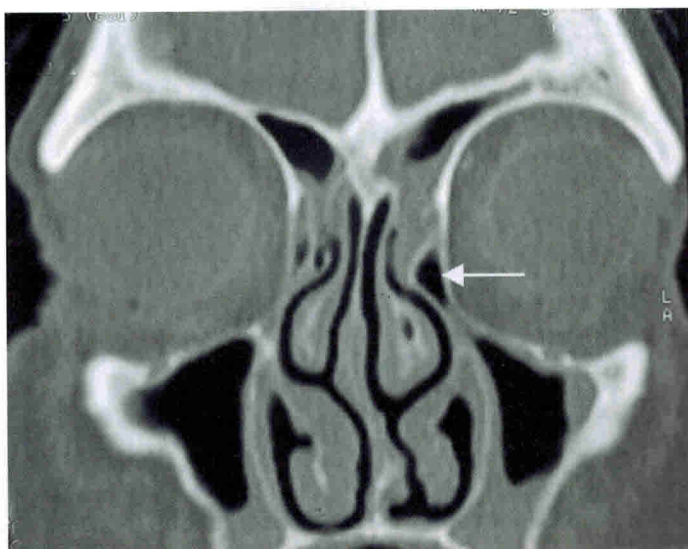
На корональной КТ (а) в левом лобном кармане имеется единичная клетка *agger nasi* (белая стрелка). Она хорошо видна на парасагитальном срезе (b) (белая стрелка). Это самая простая анатомическая конфигурация лобного кармана.
